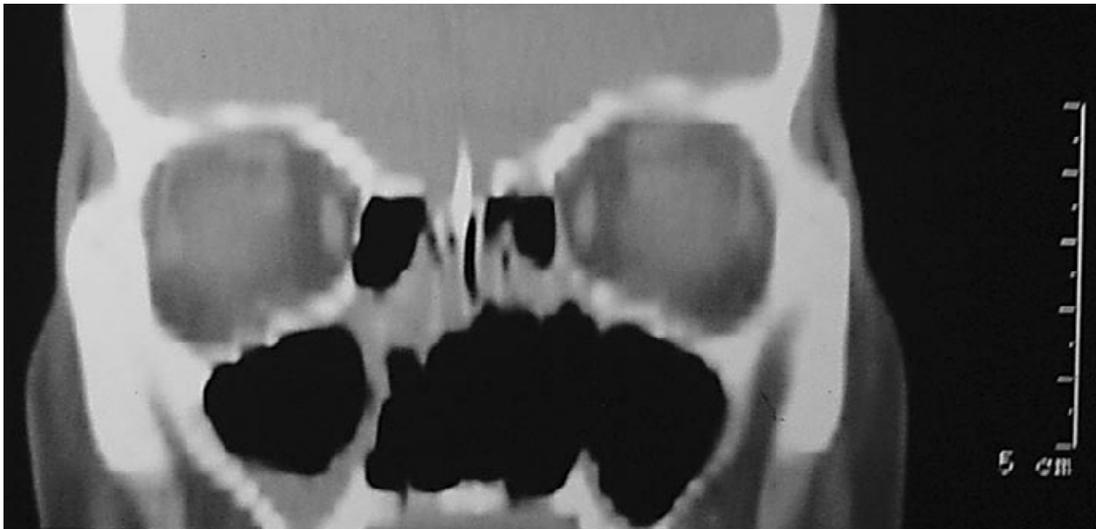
TAC de la zona facial, en donde se observa la ausencia del tabique nasal medio y la destrucción de la pared medial del antro maxilar izquierdo.³⁰
